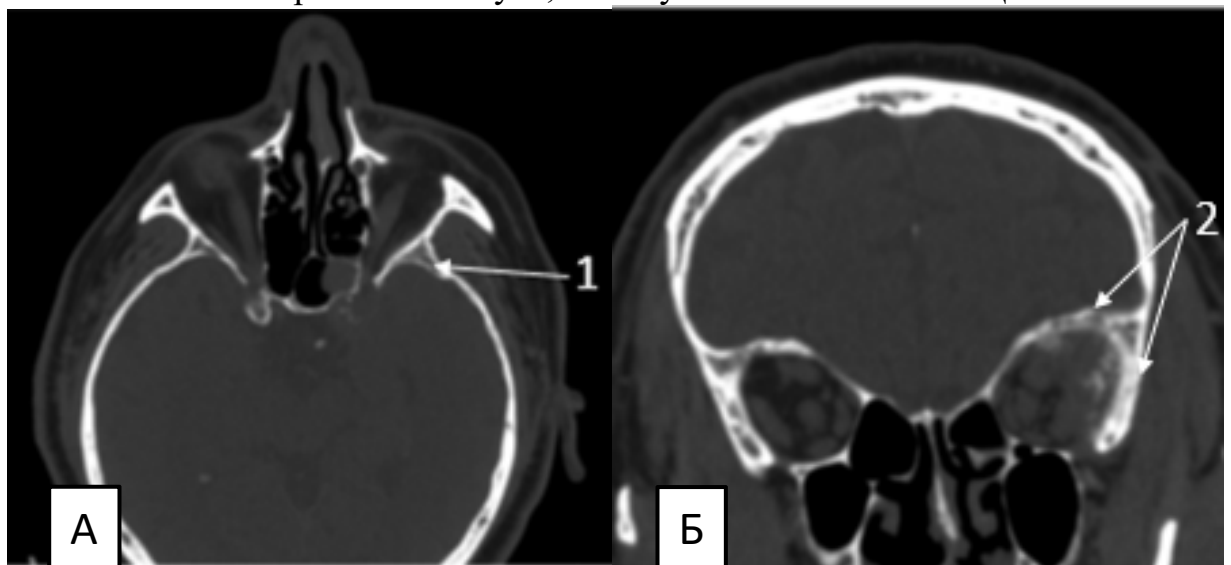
СКТ головы: А) аксиальный срез. 1 - гиперостоз большого крыла клиновидной кости; Б) фронтальный срез. 2 - гиперостоз крыши и латеральной стенки глазницы
